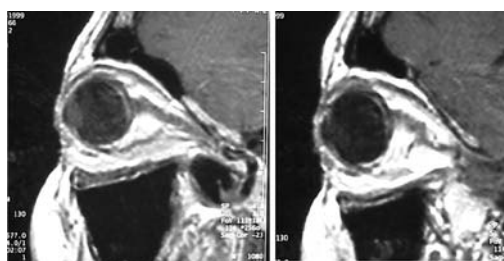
Imágenes de RM tras tres meses de tratamiento, no observándose ninguna lesión patológica en ambas órbitas.
